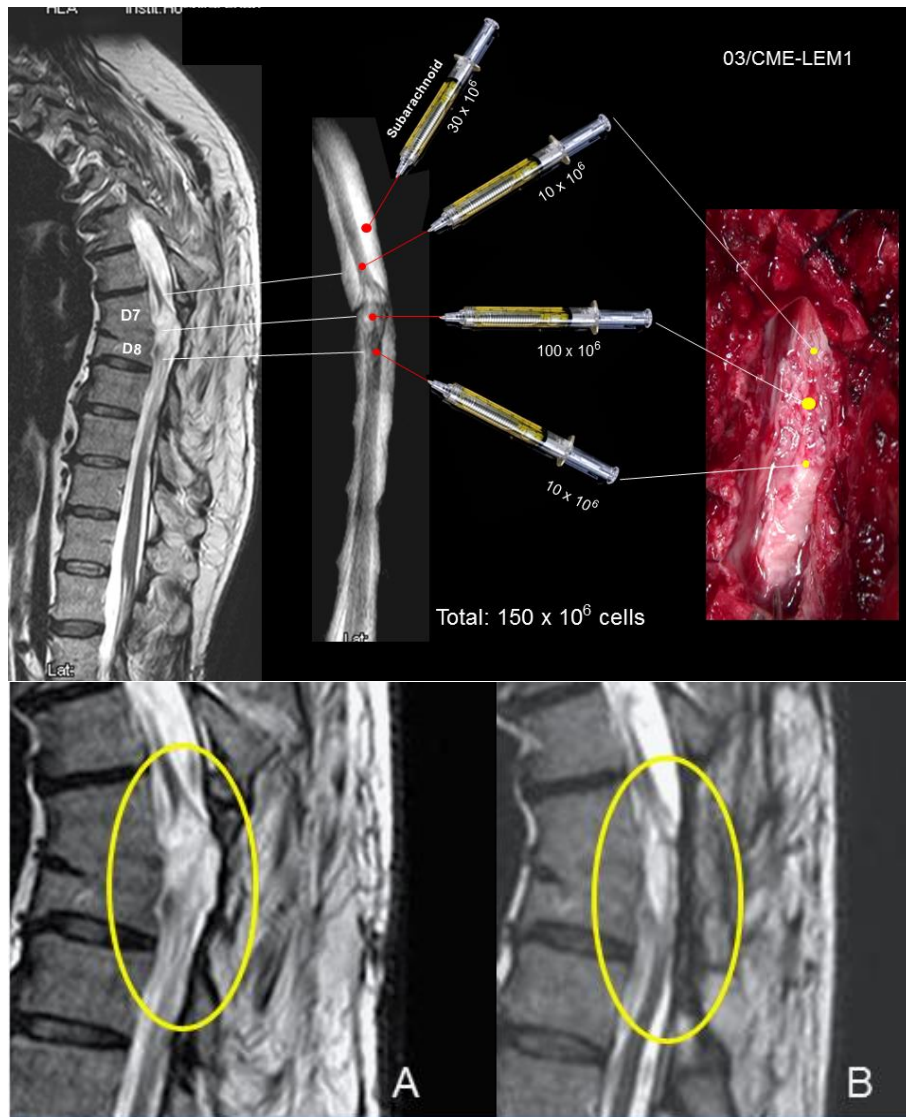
Paciente 03.- En A, RM previa a la terapia celular, fase T2. Se aprecia una lesión extensa, supuestamente quística, que en la cirugía resultó ser una zona mielomalácica y cicatricial (ver la imagen de planificación quirúrgica). Se inyectaron 100 millones de células en la zona central de la lesión y 10 millones en los bordes, sobre médula de aspecto normal. En B, a los 12 meses de la cirugía, clara reducción de la lesión, con presencia de un fino cordón medular (flechas) que conecta los extremos de aspecto normal de la médula y que no era claramente identificable en la RM preoperatoria.
